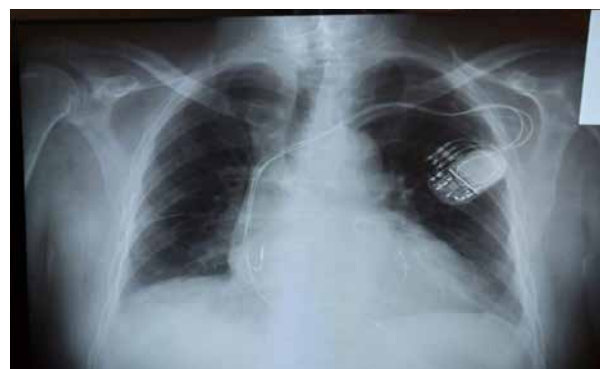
Radiografia toracica la internare
